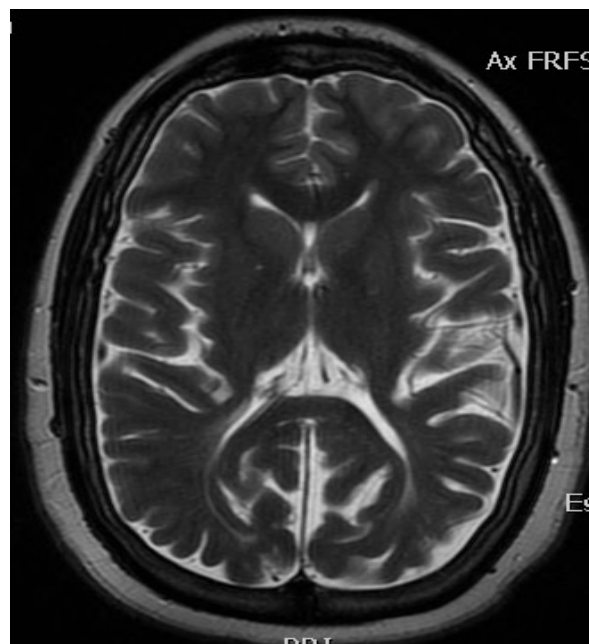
Caso 3.1. RM: Ventrículos colapsados
